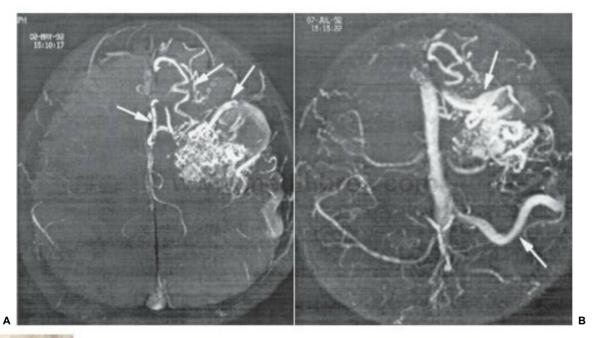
8 A, En la angiografía por resonancia magnética tridimensional por tiempo de vuelo se ven pedículos arteriales (flechas), además de una variz venosa. En este estudio no puede definirse la totalidad del patrón de drenaje venoso. B, La angiografía por resonancia magnética bidimensional por tiempo de vuelo (time of flight) del mismo paciente se ve en detalle el drenaje venoso de la malformación arteriovenosa en el seno sagital superior (flechas).
